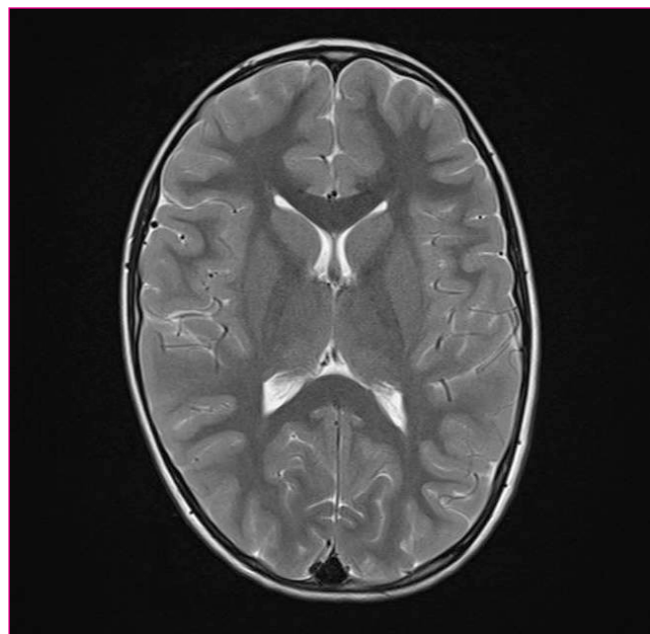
Resonancia magnética de la paciente en la que no se evidencian hallazgos patológicos.
